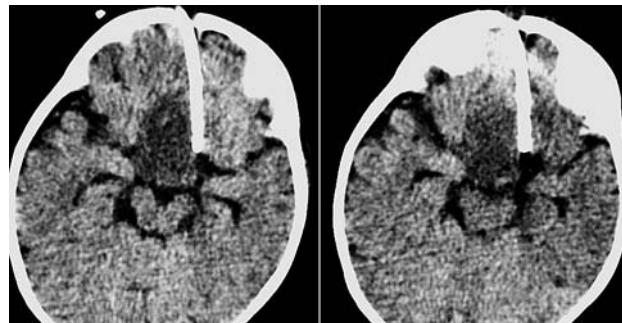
МСКТ той же пациентки, аксиальный срез. После неудавшейся имплантации системы Оммайя. Визуализируется киста краниофарингиомы, катетер резервуара располагается пристеночно за пределами кисты в обонятельной цистерне (*cisterna sulcus olfactorii*)
